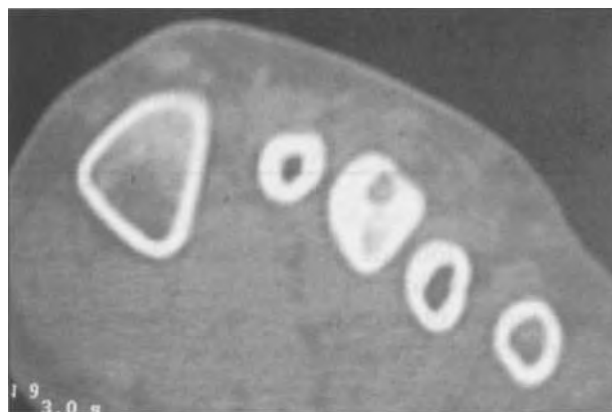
Corte axial en TAC a nivel del nidus, en la cara dorsal de la cortical del tercer metatarsiano.
